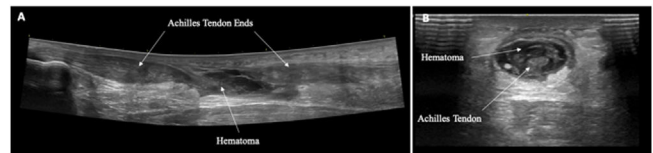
A y B) El diagnóstico se confirma mediante ecografía en todos los pacientes.
